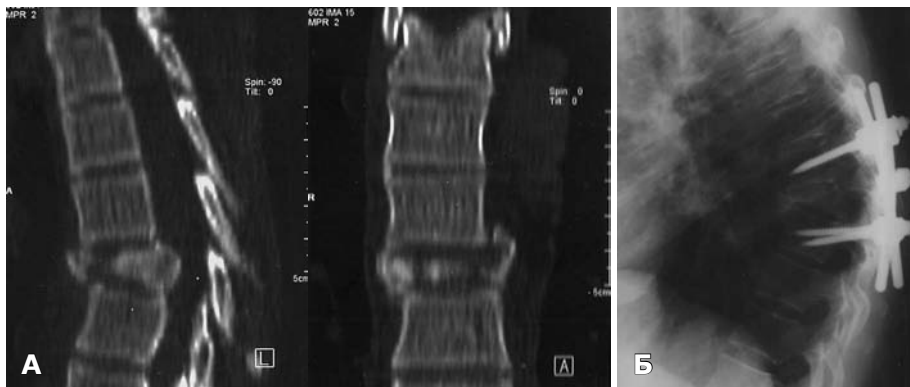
А — компресійно-осколковий перелом тіла T_{VII} III ступеня у пацієнтки В., 48 років. СКТ, сагітальна, фронтальна, площина до оперативного втручання; Б — рентгенограма після транспедикулярної фіксації (стабільної) в сагітальній площині з приводу клиноподібної деформації тіла T_{VII} III ступеня як наслідку формування кутового кіфозу II ступеня з ураженням міжхребцевих дисків сегментів $T_{VI}-T_{VII}$, $T_{VII}-T_{VIII}$, міжхребцевий остеохондроз сегментів $T_{VI}-T_{VII}$, $T_{VII}-T_{VIII}$; окостеніння передньої поздовжньої зв'язки на рівні сегментів $T_{VI}-T_{VII}-T_{VIII}$.
